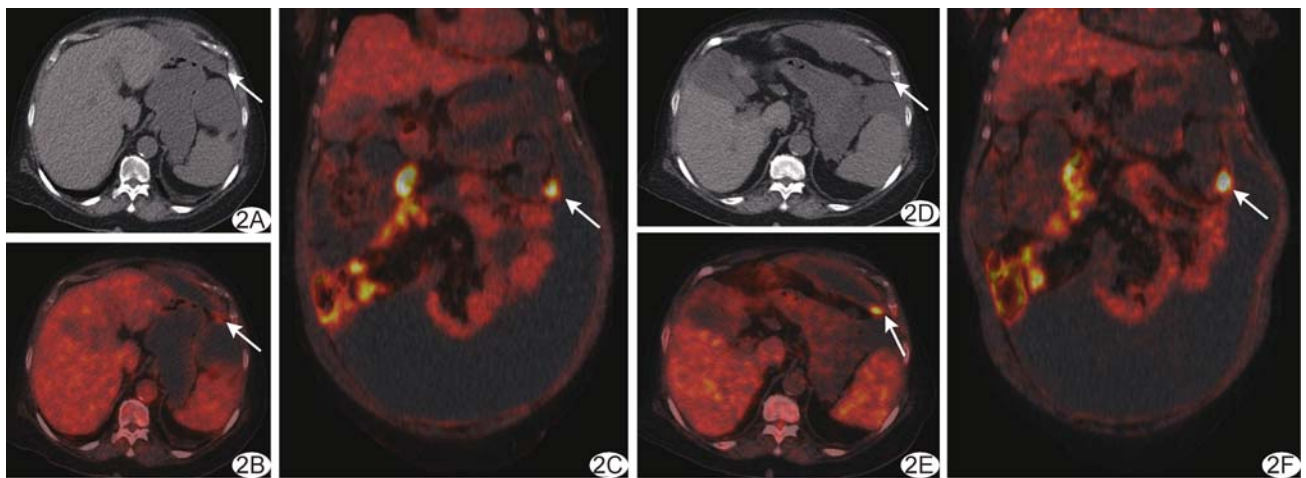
患者女,77 岁,低级别 PMP A.腹部轴位常规显像软组织窗 CT 图示左上腹囊性病灶; B.C.腹部轴位(B)及冠状位(C)¹⁸F-FDG PET/CT 常规显像图示病灶局部囊壁放射性摄取增高,SUV_{max}=5.27; D.腹部轴位延迟显像软组织窗 CT 图示左上腹病灶; E.F.腹部轴位(E)及冠状位(F)¹⁸F-FDG PET/CT 延迟显像图示病灶局部囊壁放射性摄取高于常规显像,SUV_{max}=8.29 (箭示病灶)
